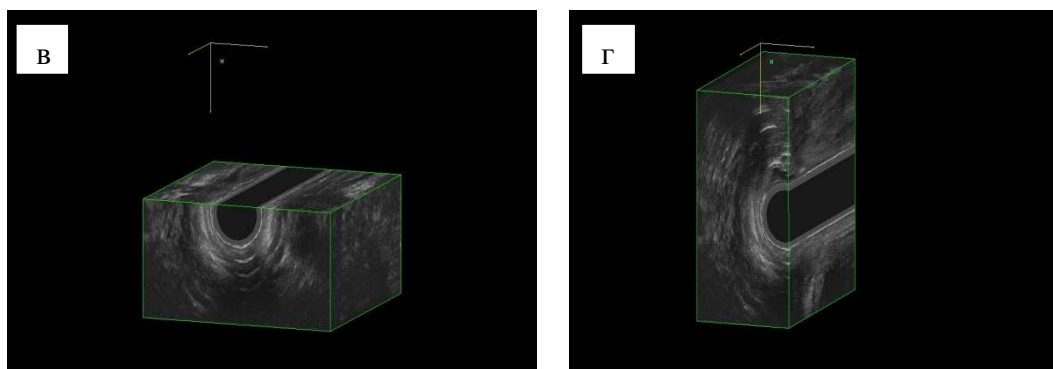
Возможности 3D УЗИ структур ТД за счёт среза изображения (а) в плоскостях: фронтальной (б), аксиальной (в), сагитальной (г).
